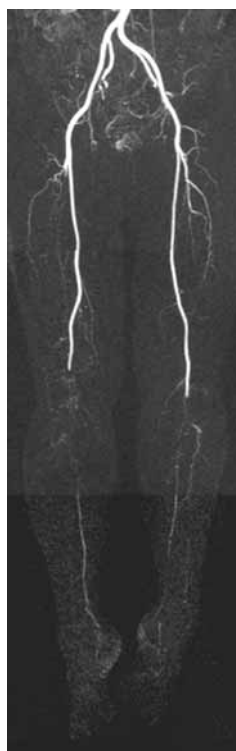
Preoperative magnetic resonance angiography (MRA) revealed obstructed popliteal artery in both legs.
